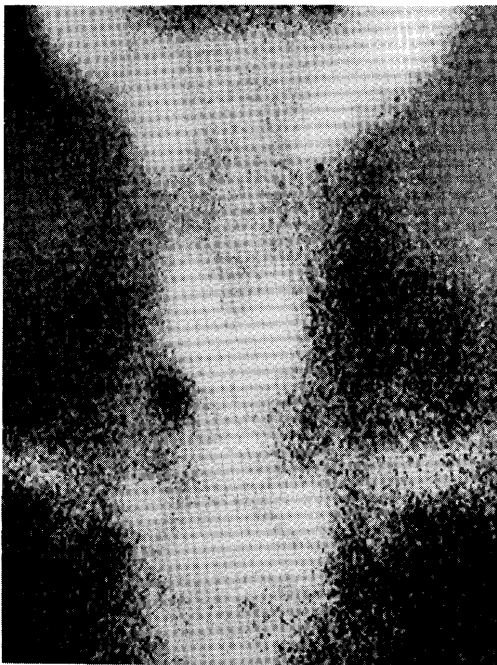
^{201}Tl and $^{99\text{m}}\text{Tc}$ subtraction scintigram reveals enlargement of a parathyroid gland.
